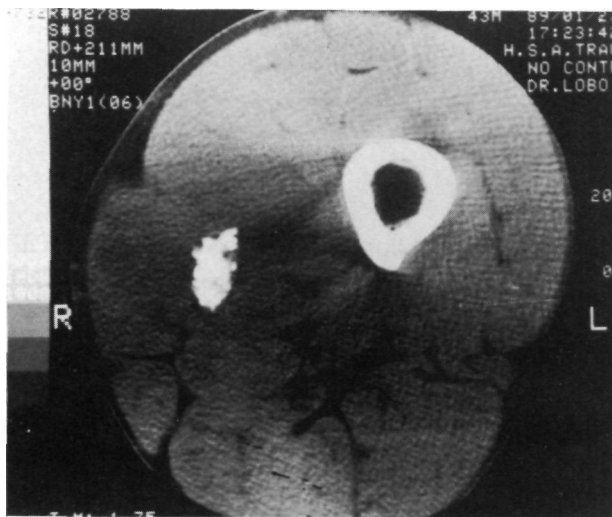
Caso número 1. TAC donde se aprecia calcificación irregular con bordes mal delimitados.
